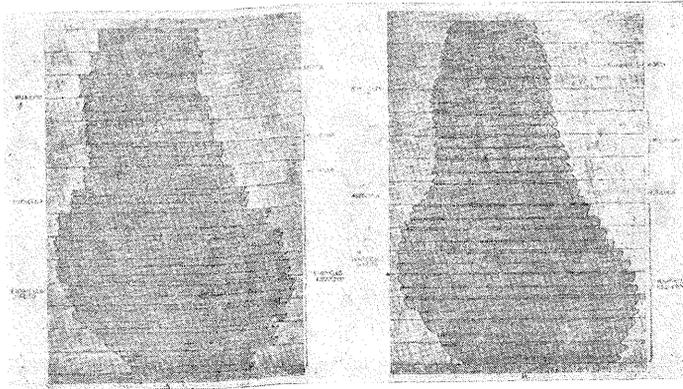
A) Kymogramma com quadro fixo, film movel: imagem escalariforme. B) Kymogramma com quadro movel, film fixo: a imagem cardio-vascular muito se approxima da radiographia estatica habitual.
